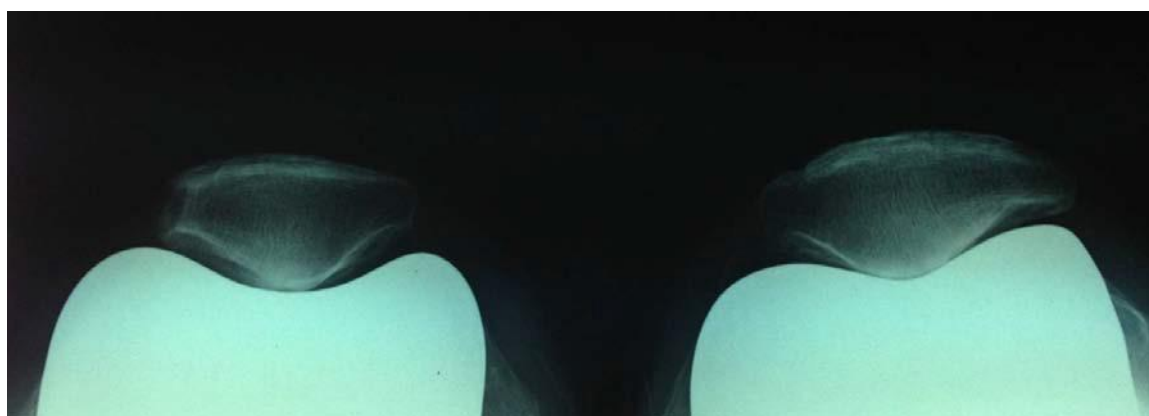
Radiographie des genoux en incidence fémoro-patellaire montrant une PTG bilatérale
